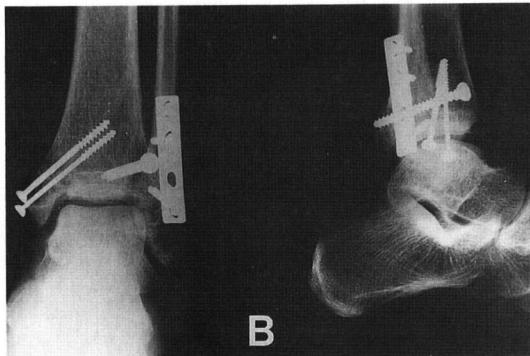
At 16 months after operation, the radiograph shows the evidence of traumatic arthritis of the ankle.
